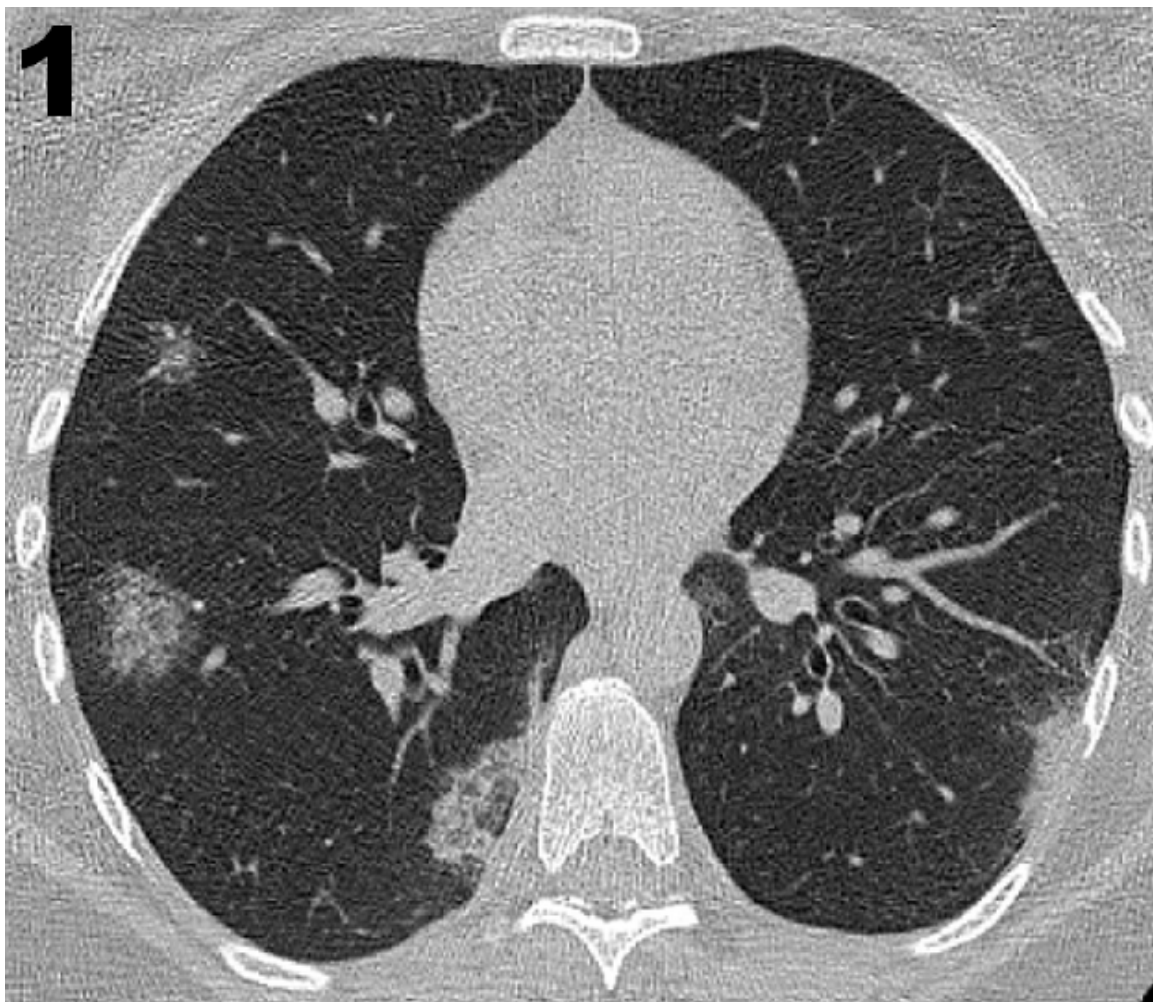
TC do tórax realizada na admissão da paciente (no segundo dia após o início dos sintomas), mostrando no terço inferior dos pulmões algumas opacidades em "vidro fosco" esparsas, sendo algumas subpleurais, uma delas margeada por fina consolidação linear configurando o sinal do "halo invertido".
